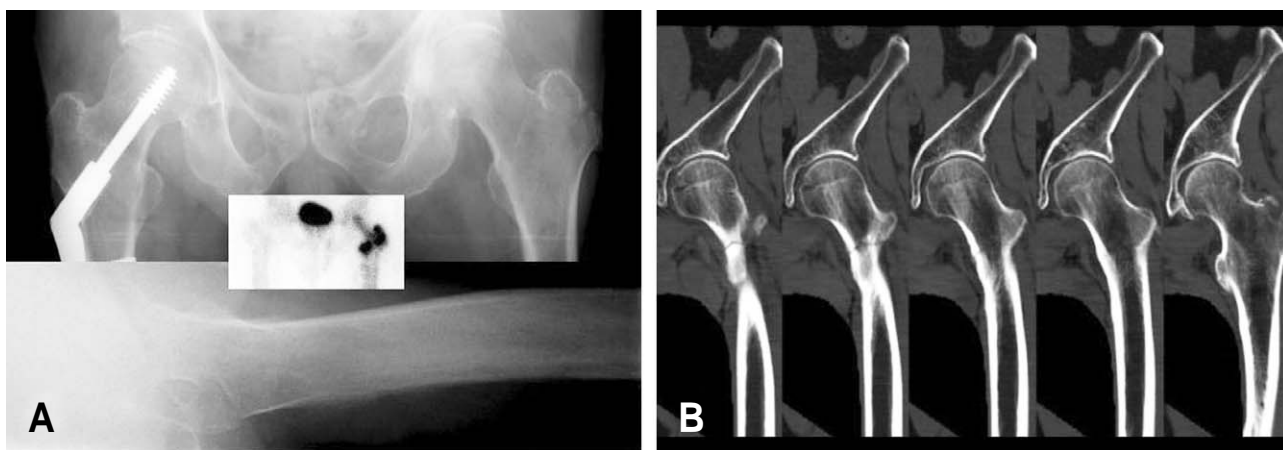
Case 1. (A) Left greater trochanteric fracture was detected on plain radiography. Postoperative bone scintigram showed hot uptake in the intertrochanteric area (inset). (B) In addition to greater trochanteric fracture, intertrochanteric fracture was found on MPR CT. Intertrochanteric fracture was involved only in the anterior cortex, so the fracture was incomplete.
